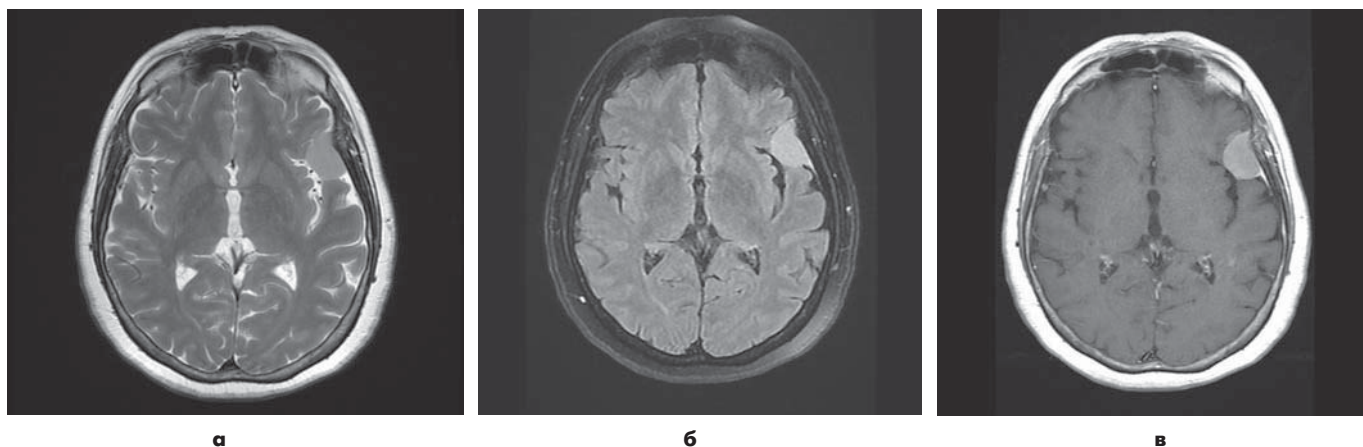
Конвексительная менингиома левой птериональной области. На аксиальных МР-изображениях, выполненных в режимах T2 (а), T2-FLAIR (б), в левой лобно-височной конвексительной области определяется симптома ликворной щели. На T1-взвешенном изображении (в) после внутривенного контрастного усиления менингиома четко визуализируется благодаря выраженному контрастированию. Дополнительно выявляется симптом «хвоста»- изменение прилежащей твердой мозговой оболочки.
